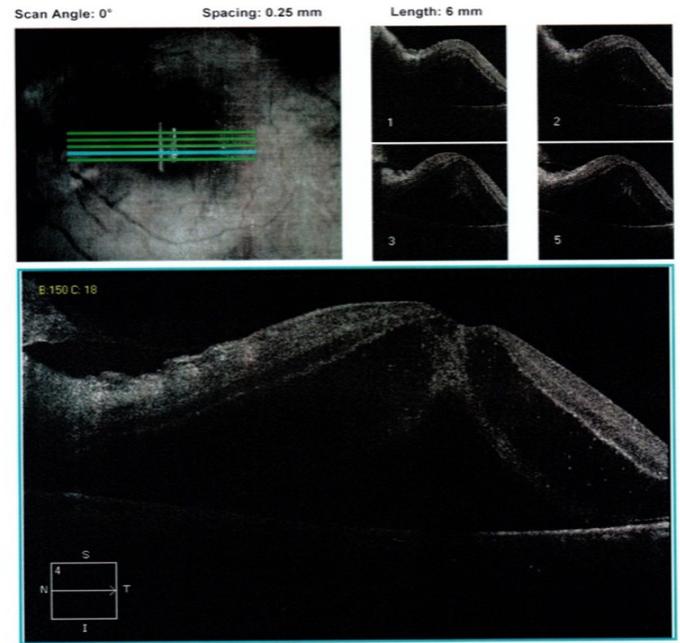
Tomografia de coerência ótica (OCT) de olho direito normal. OCT de olho esquerdo que evidenciou edema importante de disco óptico associado a descolamento da retina neurosensorial em toda região foveal.
